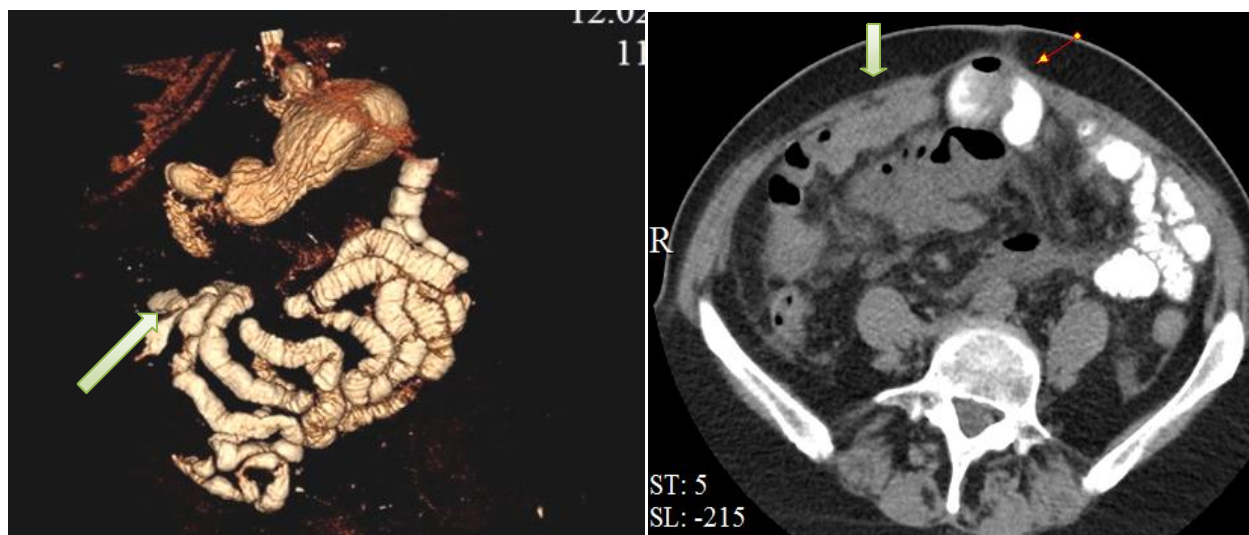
Спиральная компьютерная томография у больного с хронической спаечной болезнью брюшины при контрастировании тонкой кишки предложенной фитокомпозицией. 3D (справа) виден стаз контраста на уровне подвздошной кишки и аксиальная (слева) реконструкция, стрелкой указана спайка подвздошной кишки с передней брюшной стенкой
